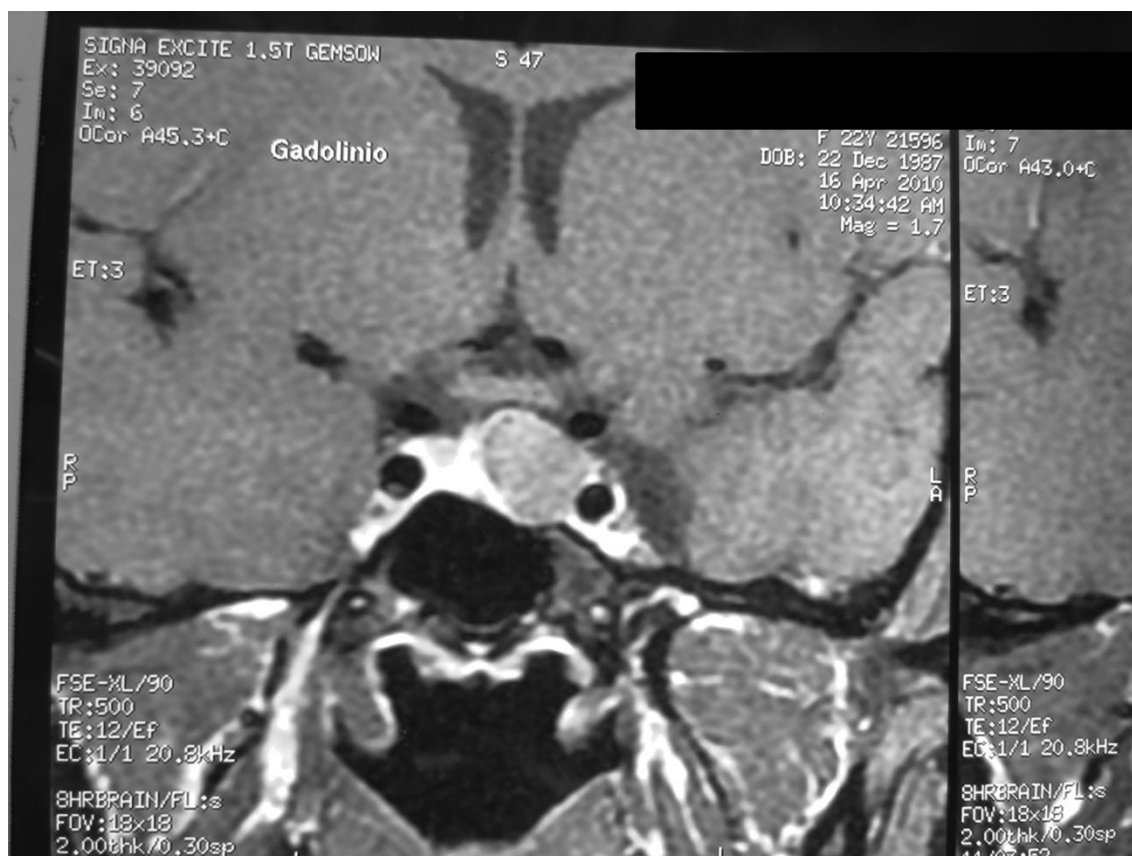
Ressonância magnética da sela turca, em T1, coronal, com contraste antes do tratamento com a cabergolina, mostrando lesão com captação heterogênea do contraste, medindo 1,0 x 1,4 x 1,1 cm sem invasão do seio cavernoso, mas tem íntima relação com a carótida esquerda.
